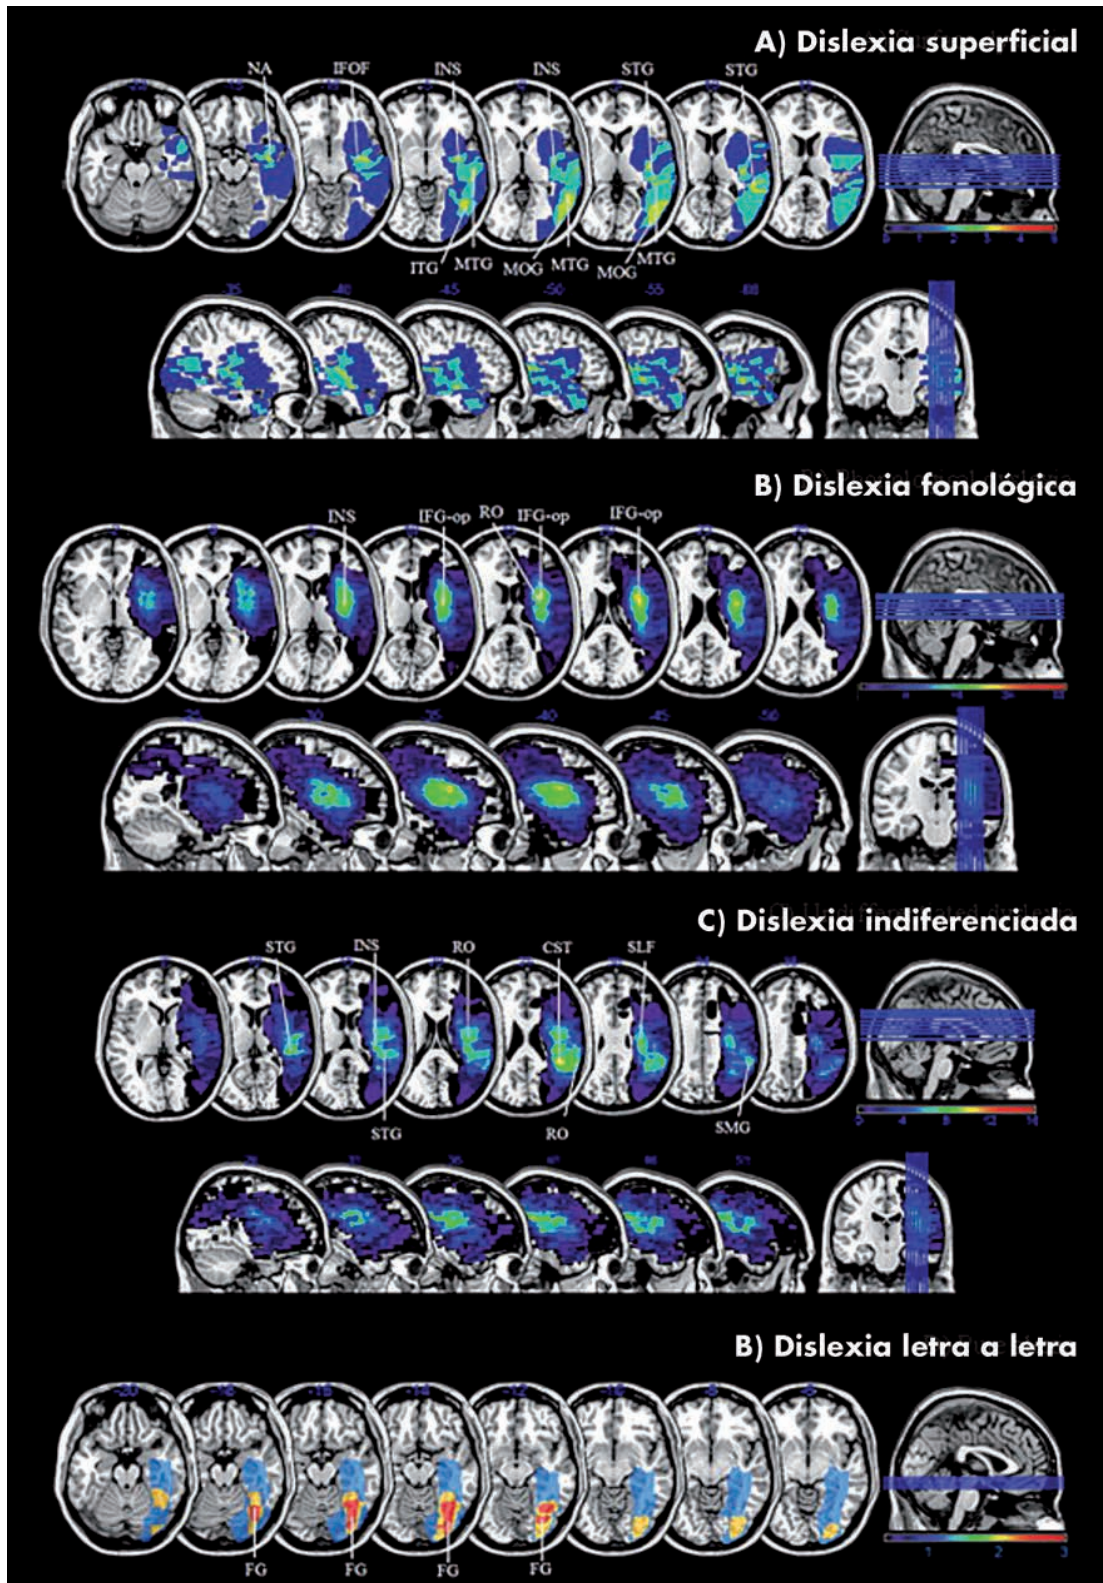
Reconstrucción con RM de los principales sitios de lesión en diferentes formas de dislexia. Modificado de Ripamonti y cols., 2014.
